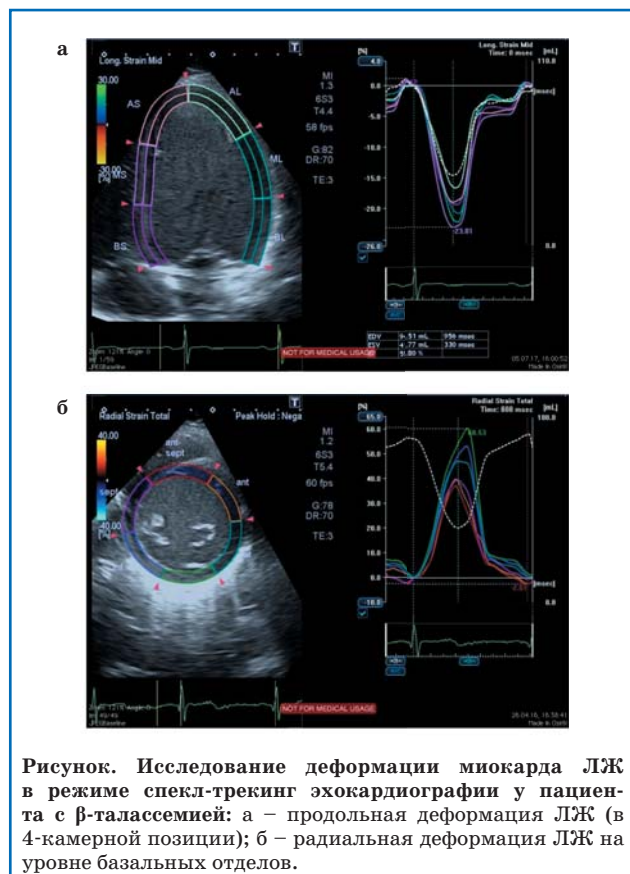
Исследование деформации миокарда ЛЖ в режиме спекл-трекинга эхокардиографии у пациента с β -талассемией: а – продольная деформация ЛЖ (в 4-камерной позиции); б – радиальная деформация ЛЖ на уровне базальных отделов.
